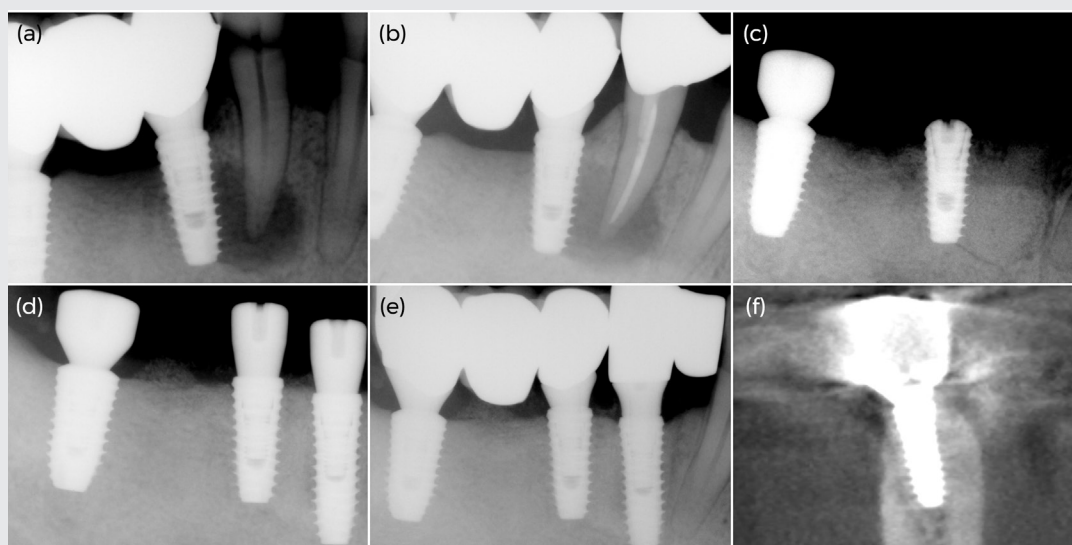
Standard periapical radiographs and cross-sectional view of i45 in computed-tomography. (a) Baseline showing symptomatic apical periodontitis on #44 affecting peri-apex of i45. (b) Persistent periapical lesion of #44 (5 month from baseline). (c) Extraction of #44 and GBR on the extraction site and buccal fenestration area of i45. (d) Implantation on i44 and healing abutment application on i45 (6 month after extraction and GBR procedure). (e) Final prosthesis delivery (i44 with mesial cantilever: 11 month after extraction and GBR ; i45=47: 7 month after GBR). (f) Cross-sectional view of regenerated bone maintained on buccal fenestration area of i45 (14 month after GBR).
